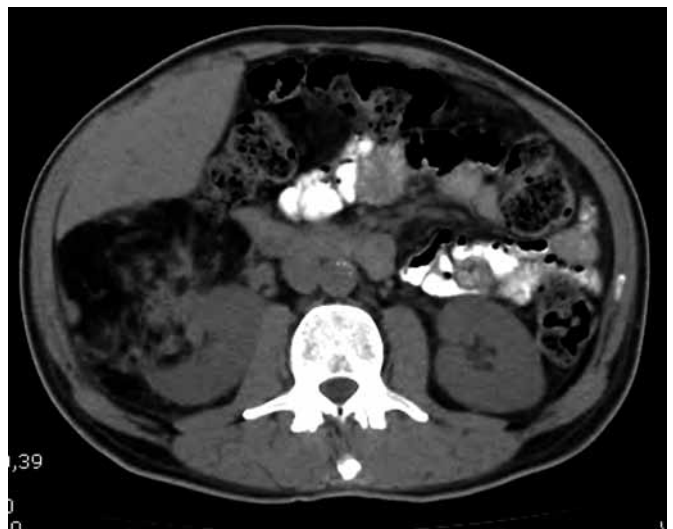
TAC aún sin medios de contraste endovenoso en el que se observa una gran masa de contenido graso que nace del polo superior del riñón derecho con algunos tabiques en el interior.
